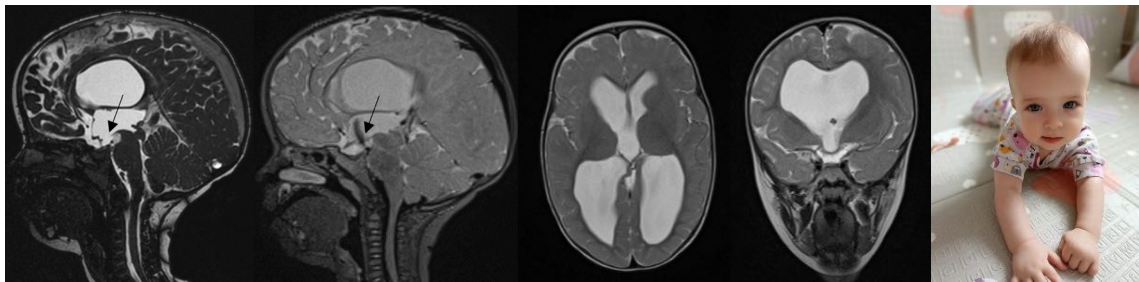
МРТ головного мозга в динамике в возрасте 10 месяцев. По данным МРТ, в режиме TRUF1 визуализируется стома в области дна III желудочка, в ликвородинамическом режиме отмечается выраженный артефакт движения тока спинномозговой жидкости – черные стрелки. На контрольном осмотре отмечается легкий гемипарез слева по центральному типу (4 балла), психомоторное развитие соответствует возрасту
